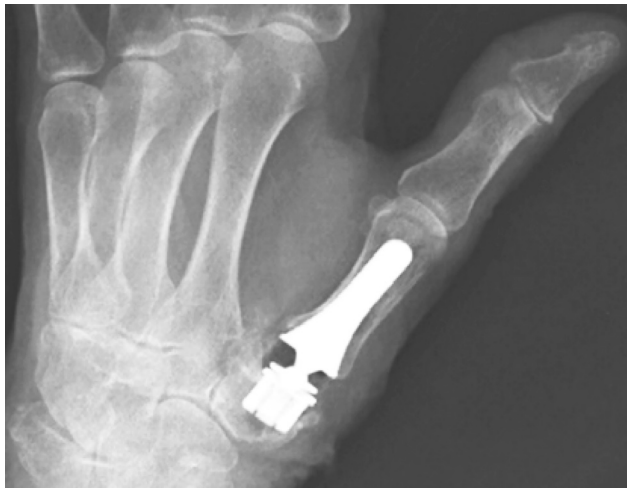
Рентгенограмма двухполюсного эндопротеза
